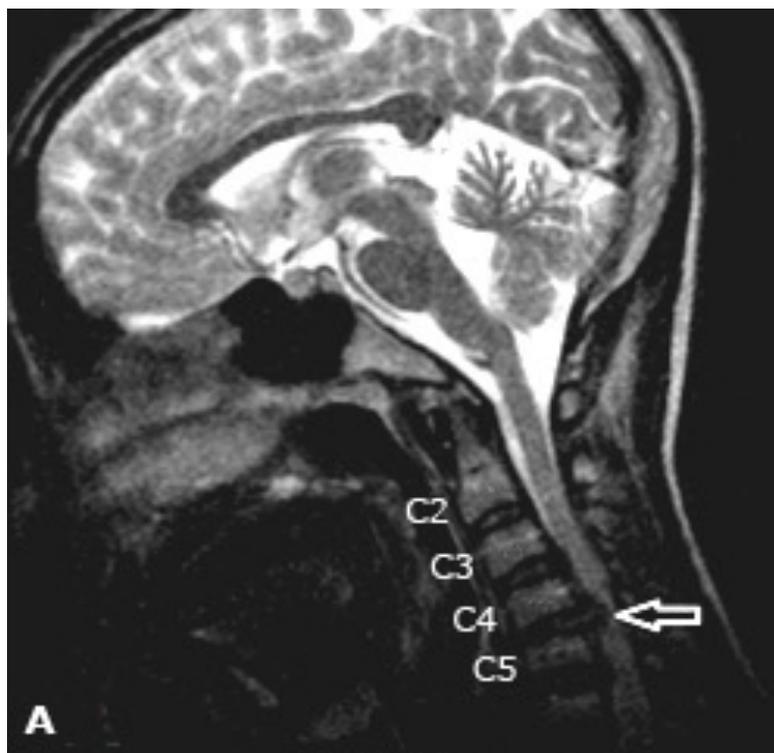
Estudio de resonancia magnética simple corte sagital, en el cual se aprecia compresión medular en relación hernia discal extruida 1. Figueredo Acosta H, Torres de los Ríos DM, Figueredo Acosta H, Torres de los Ríos DM. Síndrome de Brown-Séquard por hernia discal cervical (23).
